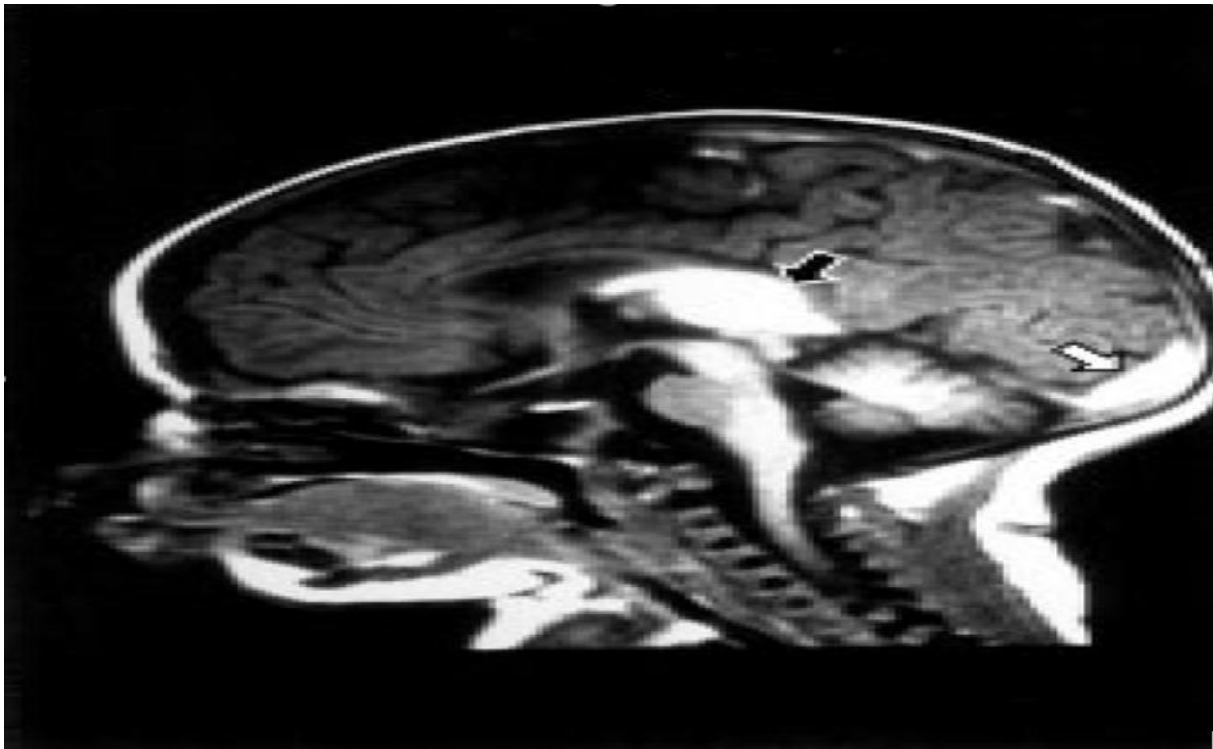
Coupe sagittale d'une IRM cérébrale en séquence T1 pondérée montrant une thrombose dans le sinus sagittal supérieur distal (flèche blanche) et un saignement thalamique (flèche noire) [Iconographie du service de néonatalogie et réanimation néonatale CHU Mohammed VI].
